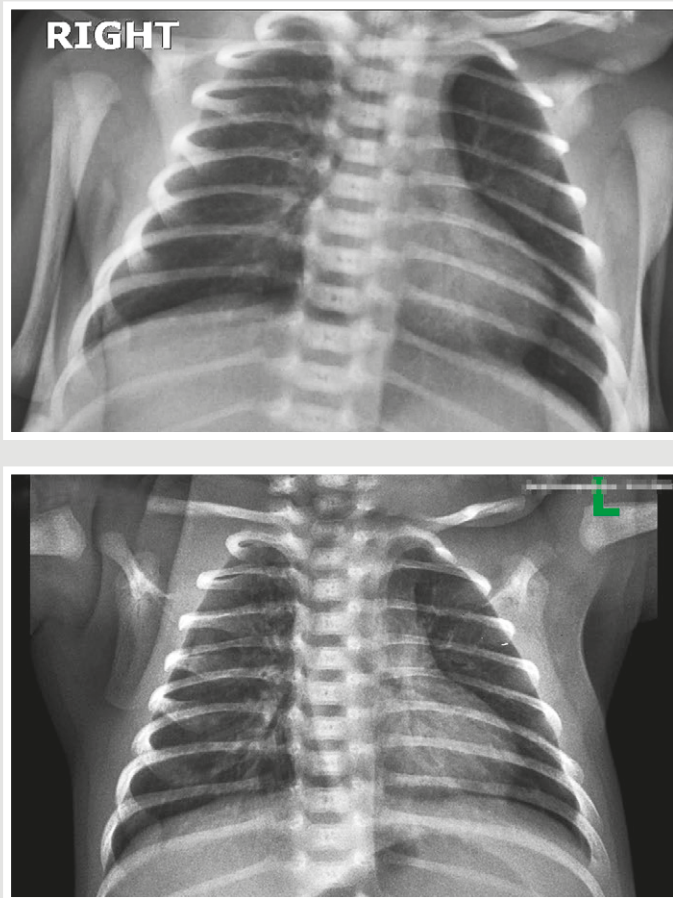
Динаміка рентгенологічної картини хворого в процесі лікування (регрес правобічної пневмонії).
